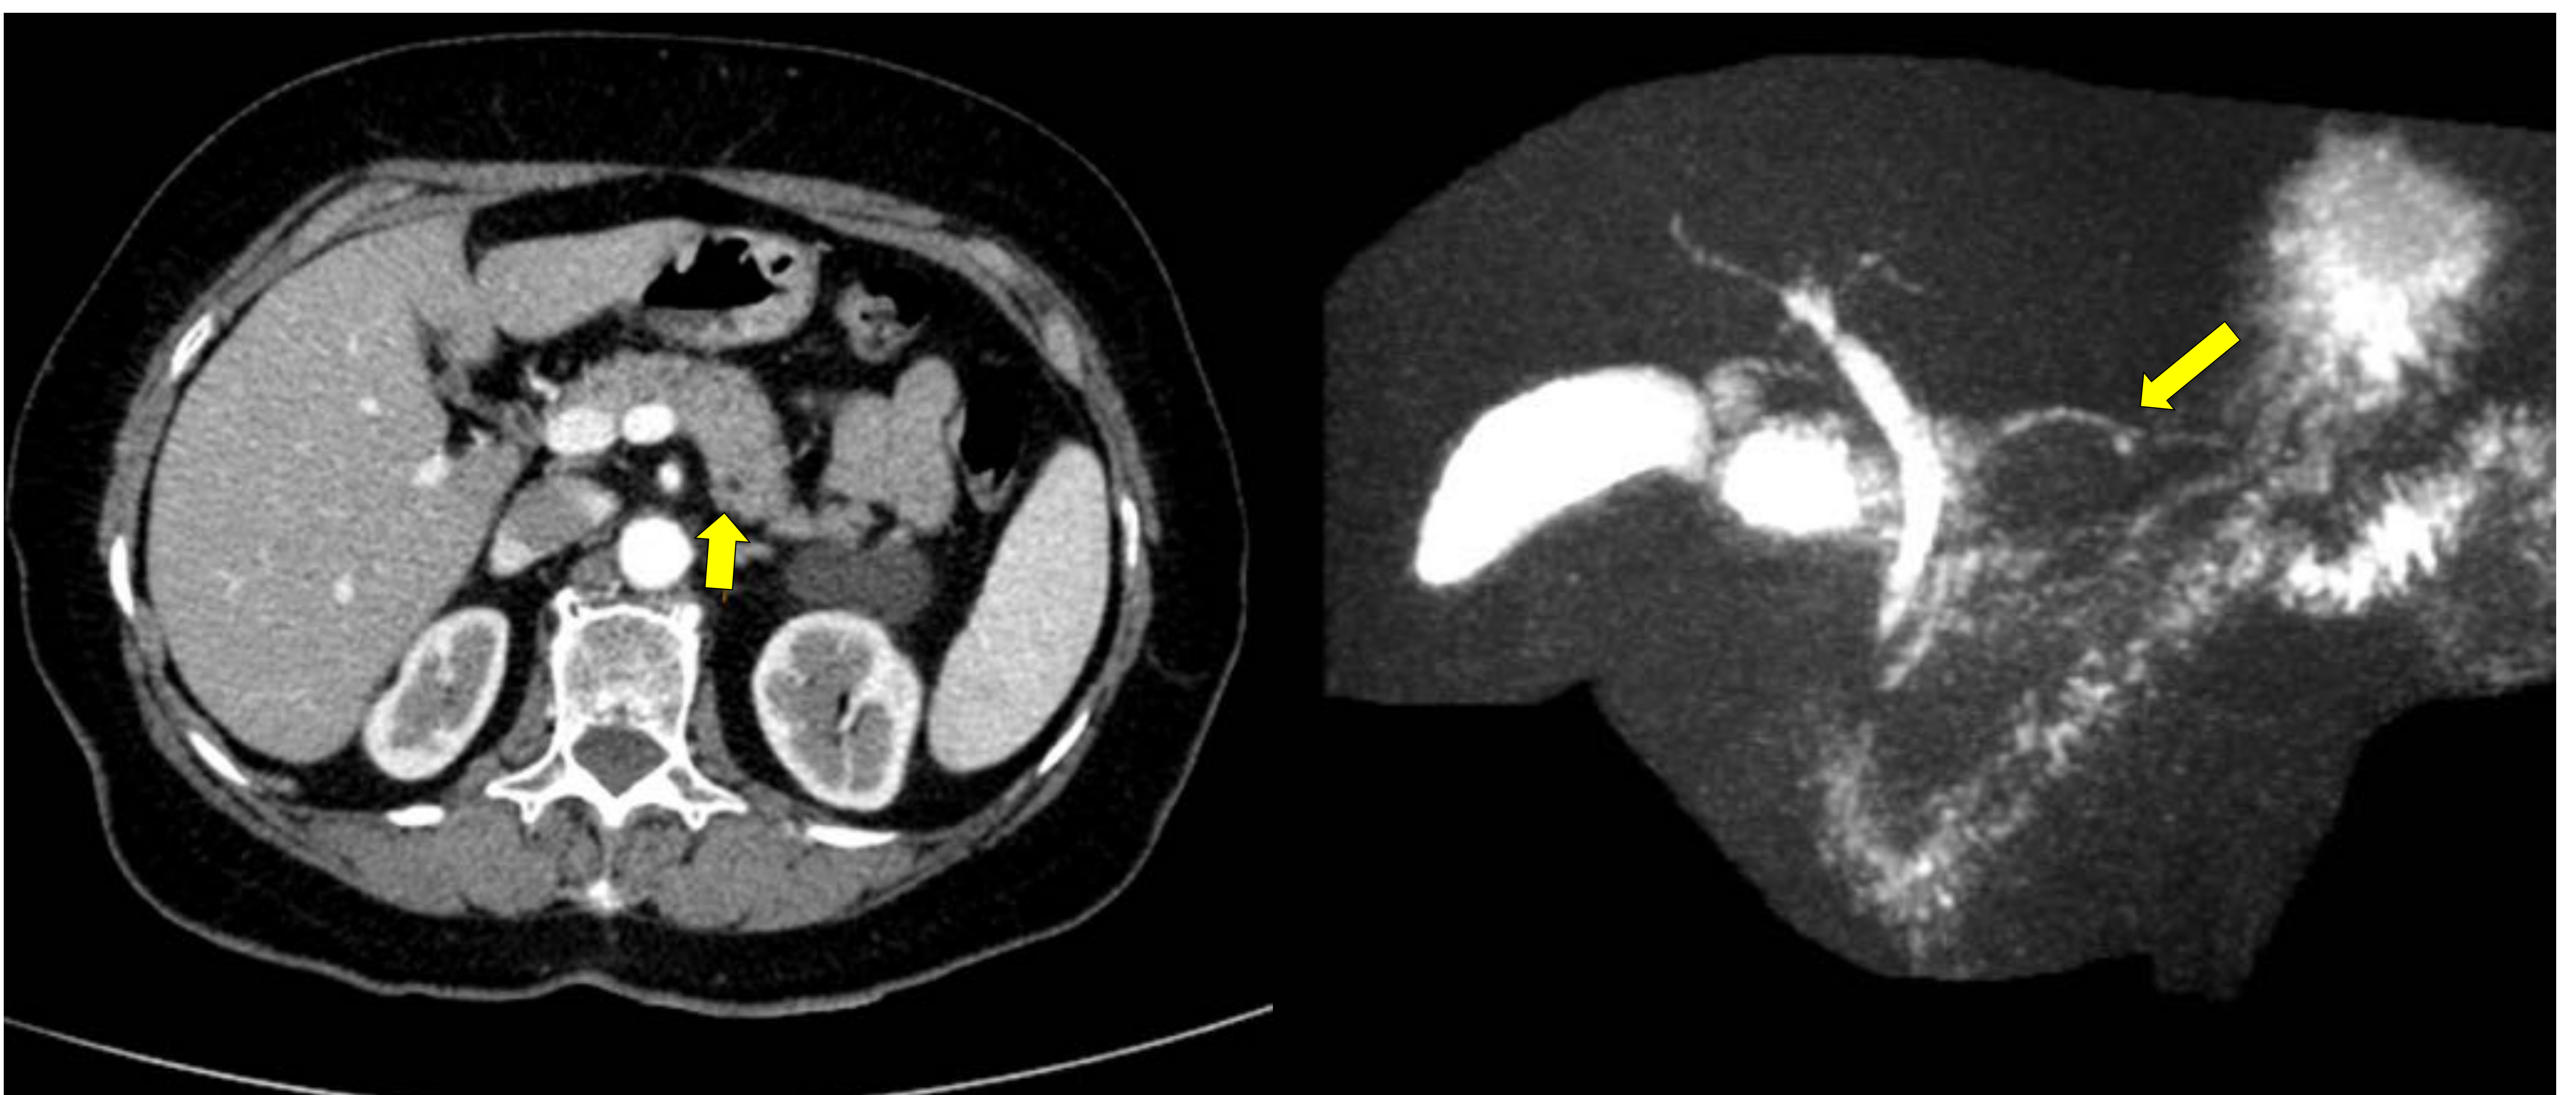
Imagen de la izquierda: pequeña lesión quística (hallazgo incidental en TC) en cola pancreática. Imagen de la derecha: colangioRM que confirma lesión quística que no dilata el conducto pancreático principal. Hallazgos radiológicos compatibles de TPMI de rama secundaria. Hospital Universitari de Tarragona Joan XXIII/ES.
